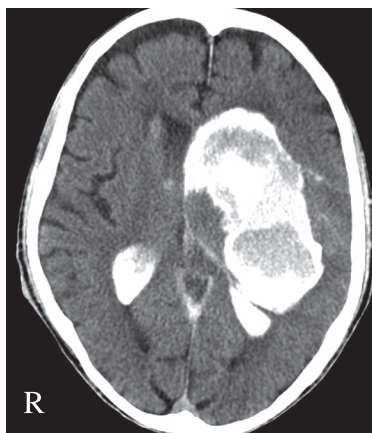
An image of head CT after neuroendovascular procedure. Axial CT image shows hematoma on left basal ganglia territory with intraventricular bleeding.
